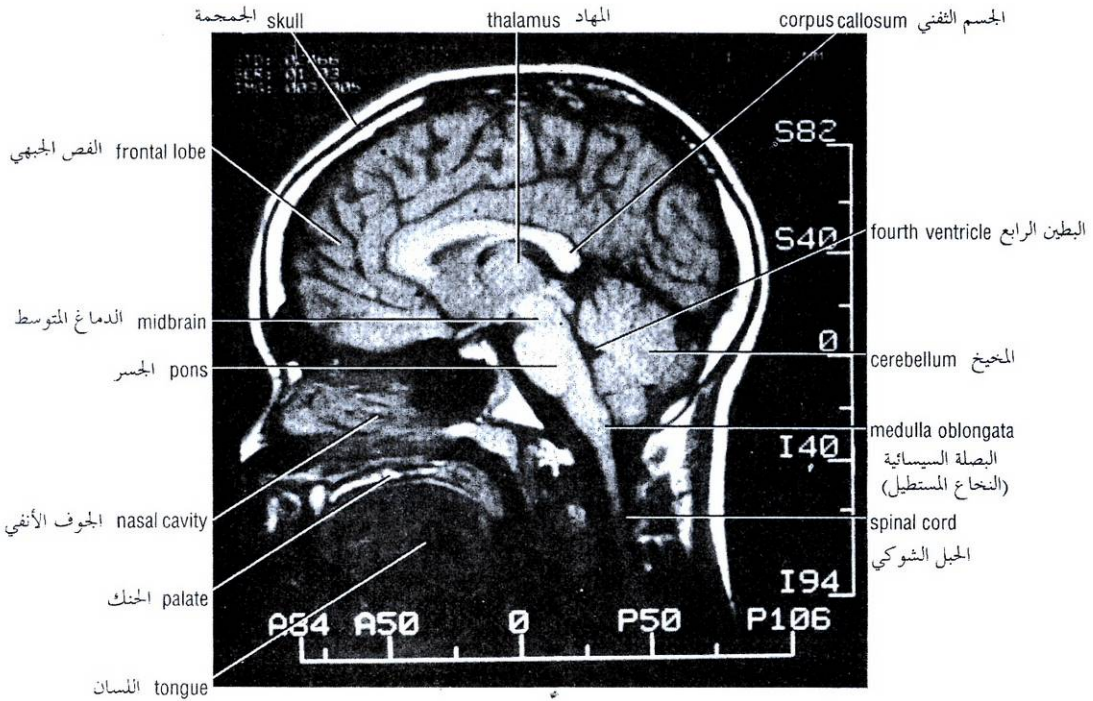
MRI of the head in a sagittal plane showing different parts of the brain.
